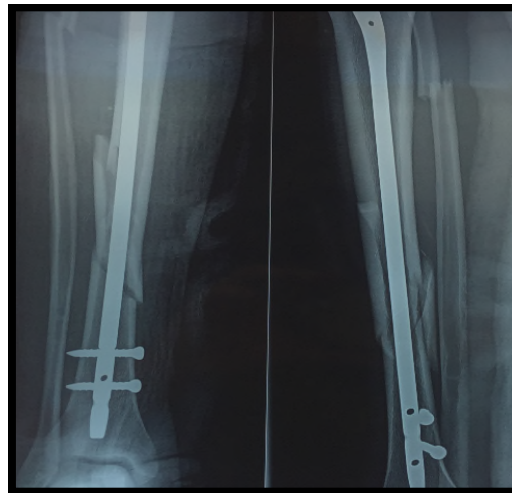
Radiographie de la jambe droite de face et de profil montrant des fausses routes des vis de verrouillage distal d'un clou tibial verrouillé en statique
